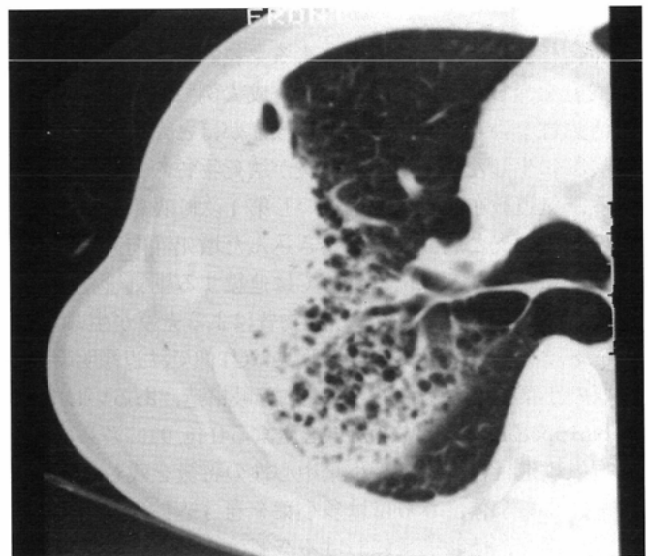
HRCT image of air space pneumonia in an emphysematous lung. Note the cheddar-cheese appearance.
